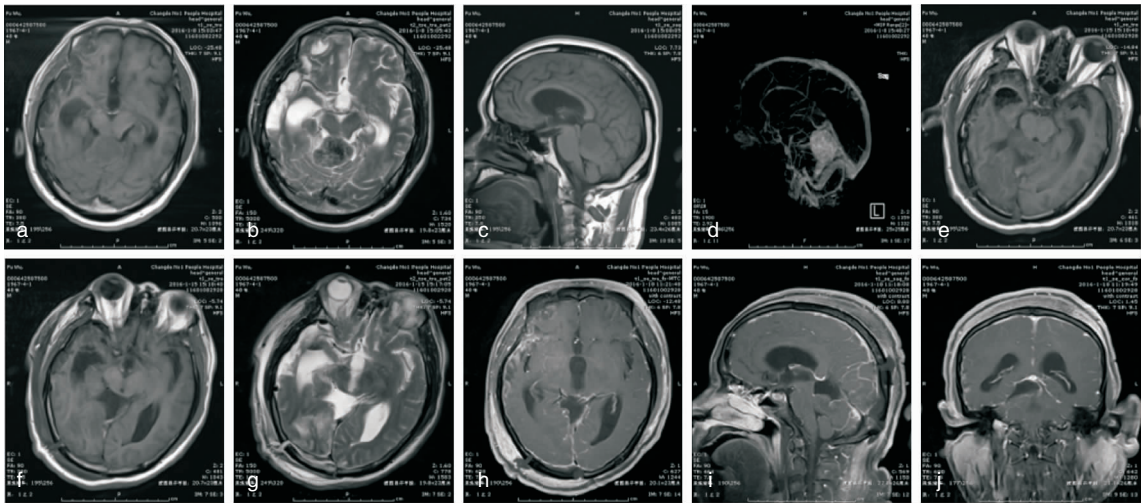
全麻下行侧脑室引流术+开颅病灶切除术(Poppen 入路),图 a-d 为术前 MRI 及 MRV,见小脑 3.3×3.6×4.0 cm 占位病变;图 e-j 为术后 MRI 复查。
